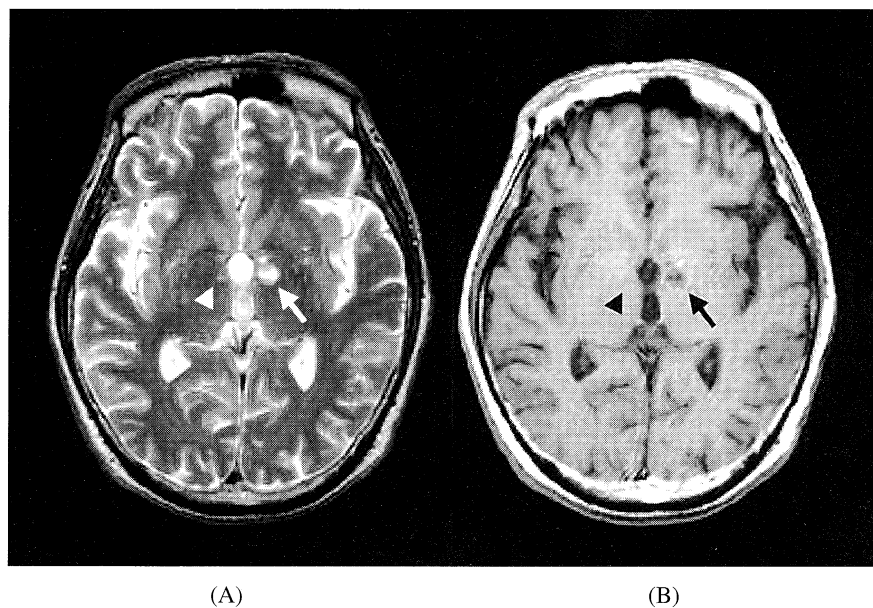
Brain MRI (Mar 23, 2004)
